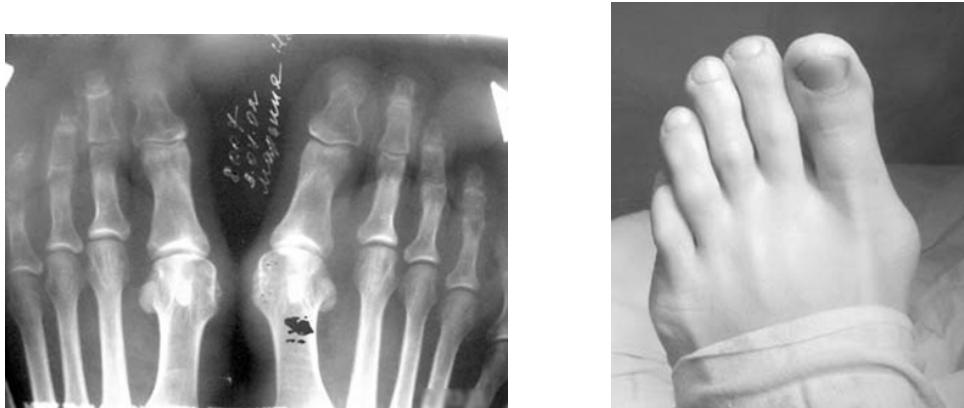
Рентгенограммы и внешний вид стопы до операции.
